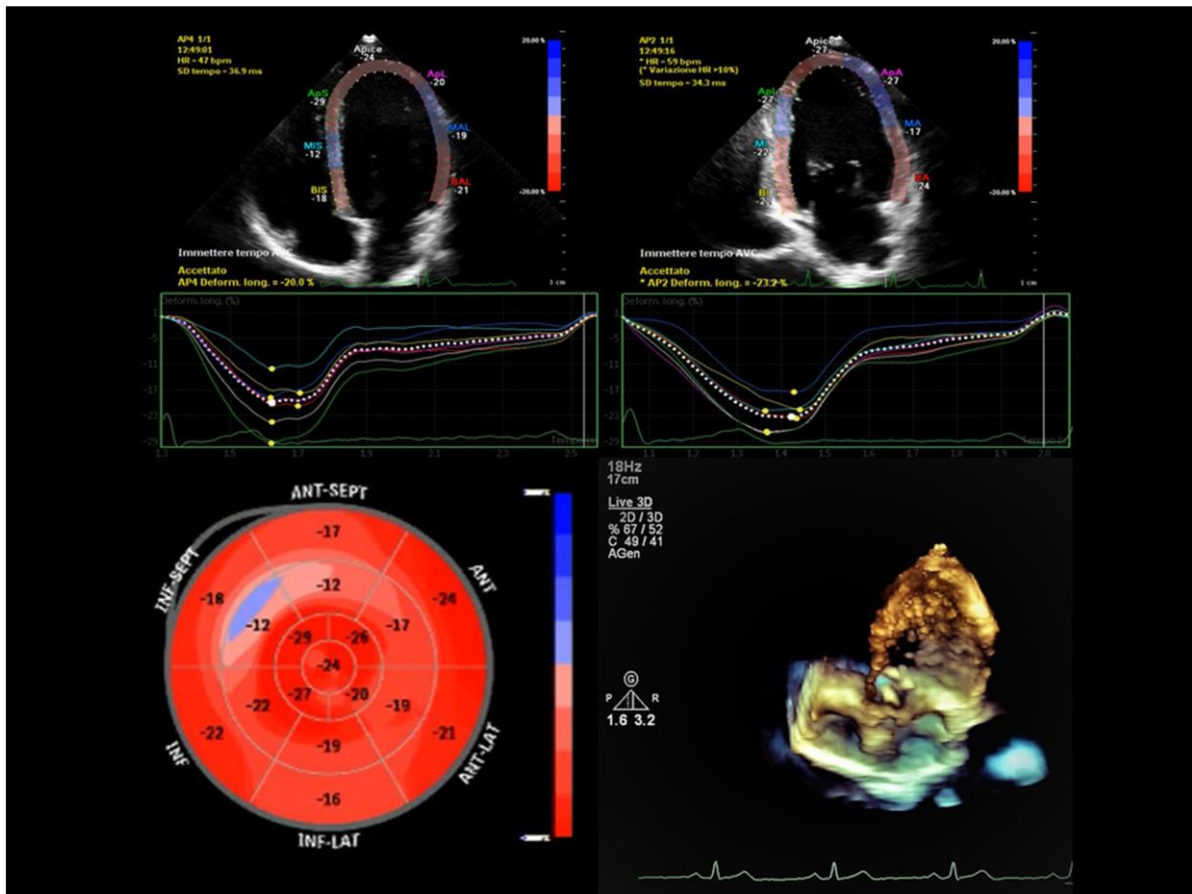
На рисунке показаны три изображения спекл-трекинг эхокардиографии (методика оценки глобальной и локальной кинетики и деформации миокарда) и одно трехмерной эхокардиографии. Два изображения деформации взяты из апикального четырехкамерного вида (вверху слева) и апикального двухкамерного вида (вверху справа). Возле каждого сегмента сердца стоит процент напряжения. Деформация (напряжение) отдельных сегментов каждого вида отображается с течением времени в нижней части каждого изображения. Нижнее левое изображение суммирует все значения деформации 17 сегментов сердца (аномальные значения обнаружены в среднем сегменте инферосептального и антеросептального сегментов, оба 12). Нижнее правое изображение относится к трехмерному апикальному четырехкамерному виду.
